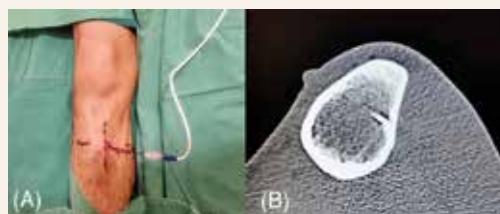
3.1 A Spot CT image is obtained to confirm the insertion point and skin marking. 3.2 A coaxial biopsy needle was then inserted into the nidus. The drill tip is positioned at the edge of the nidus, and the cannula is advanced over the drill. Then the drill is retracted, and a CT scan is performed to confirm that the cannula is correctly in place
